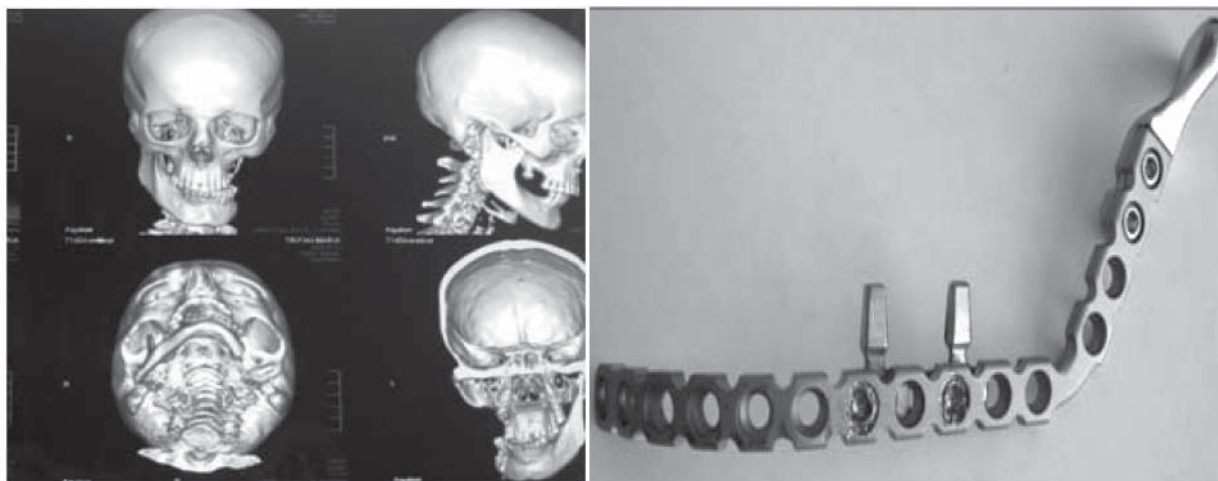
Defect al mandibulei pe stânga (imagine TC), placă reconstructivă de titan cu apofiză articulară de formă anatomică și implant-lamă fixat în regiunea defectului
